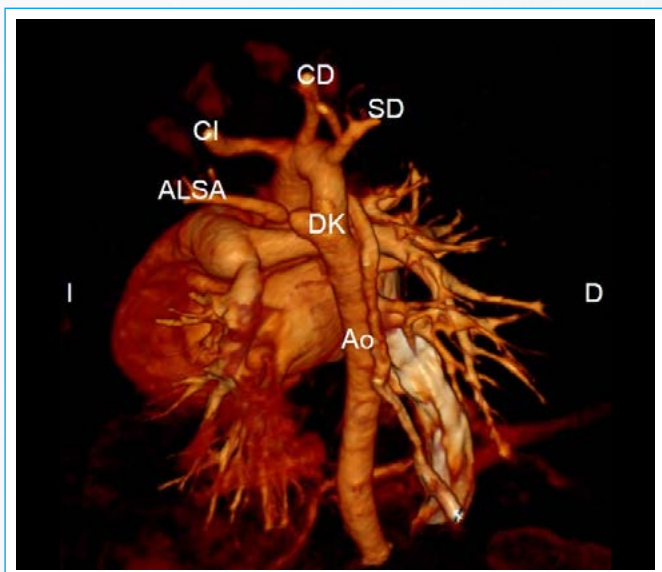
Arco derecho con subclavia izquierda anómala por tomografía computarizada. Obsérvese la aorta torácica descendente (Ao) a la derecha y la arteria subclavia izquierda aberrante (ALSA) con origen en divertículo de Kommerell (DK) (D: derecha; I: izquierda; CI: carótida izquierda; CD: carótida derecha)
